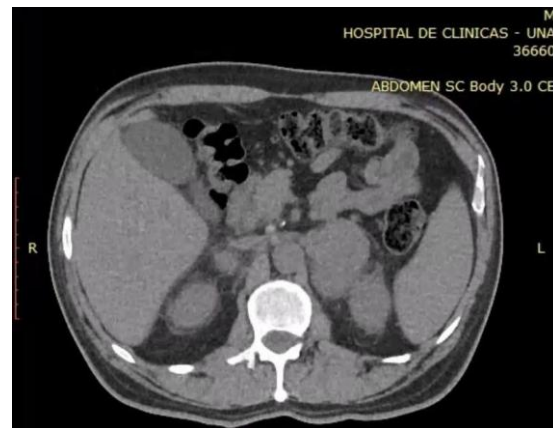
Tomografía axial computarizada con ambas glándulas adrenales aumentadas de tamaño.
